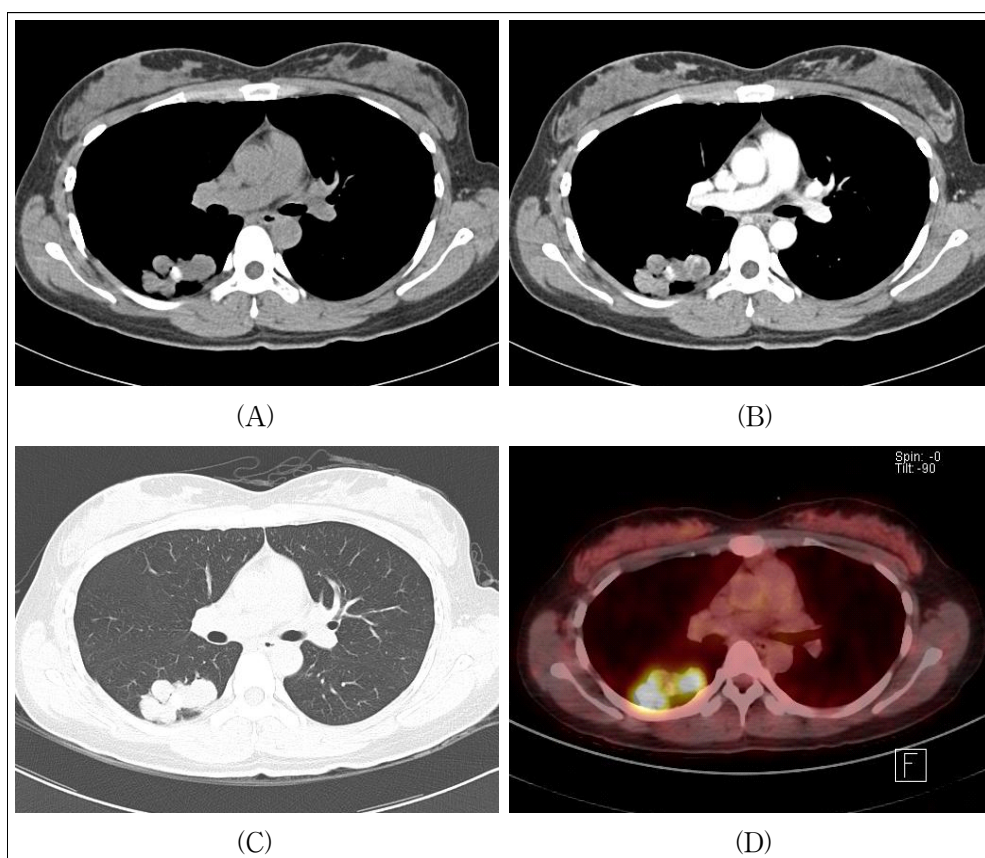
Chest CT and PET-CT shows a lobulating mass with calcification in the right lower lobe superior segment(A: non-contrast CT, B: contrast-CT, C: lung window setting, D: PET-CT).
